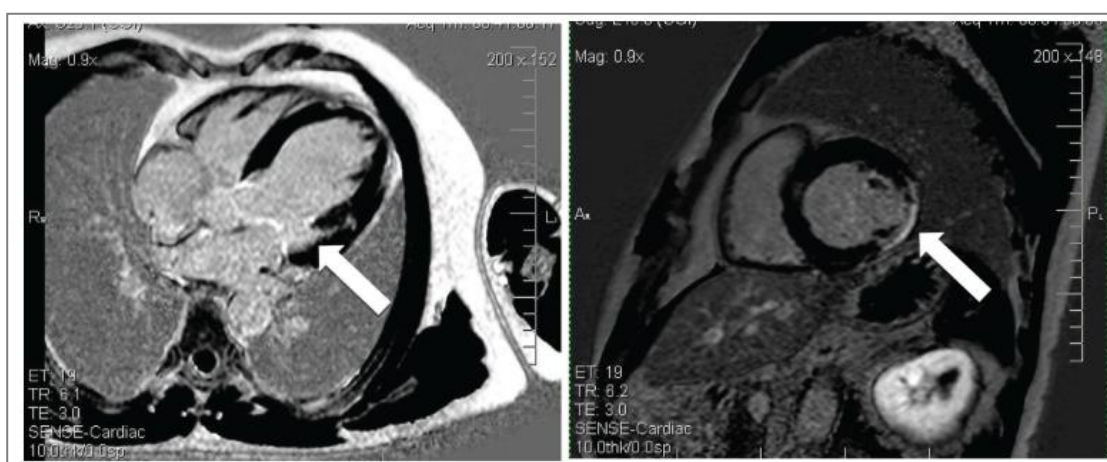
Ressonância magnética de indivíduos acometidos pela forma cardíaca da doença de Chagas, na qual a fibrose pode ser visualizada como a área branca inserida no músculo (escuro), indicadas pelas setas.
